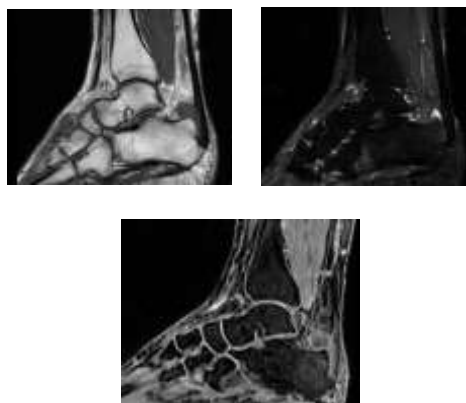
Hasil Citra MRI *ankle joint* dengan indikasi *ATFL rupture* (a) Sagittal T1 FSE, (b) Sagittal FSE STIR, (c) Oblique 3D FSPGR
